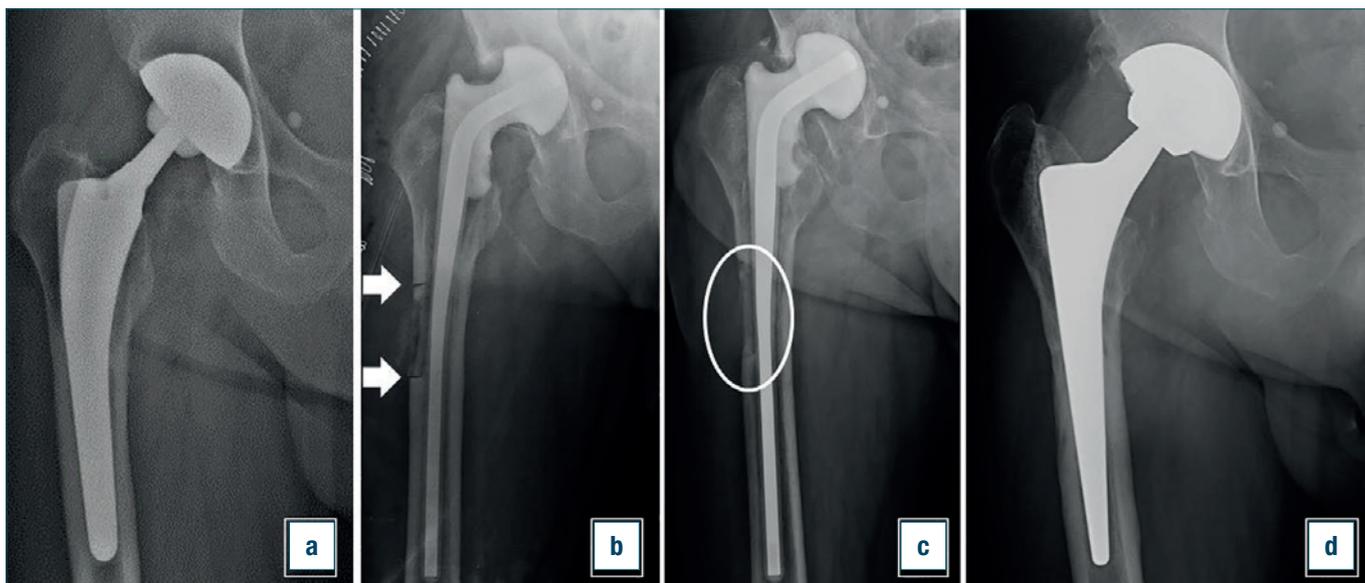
Follow-up radiografico di un paziente espantato mediante tecnica della finestra corticale. A) Radiografia preoperatoria. B) Controllo radiografico in AP subito dopo l'impianto dello spacer femorale. Le frecce bianche dimostrano le linee osteotomiche. C) Analisi a 4 mesi dall'impianto dello spaziatore con dimostrazione della buona guarigione della finestra corticale. D) Radiografia a 27 mesi di follow-up con presenza di stelo CLS ben posizionato ed evidente consolidazione della finestra femorale.
